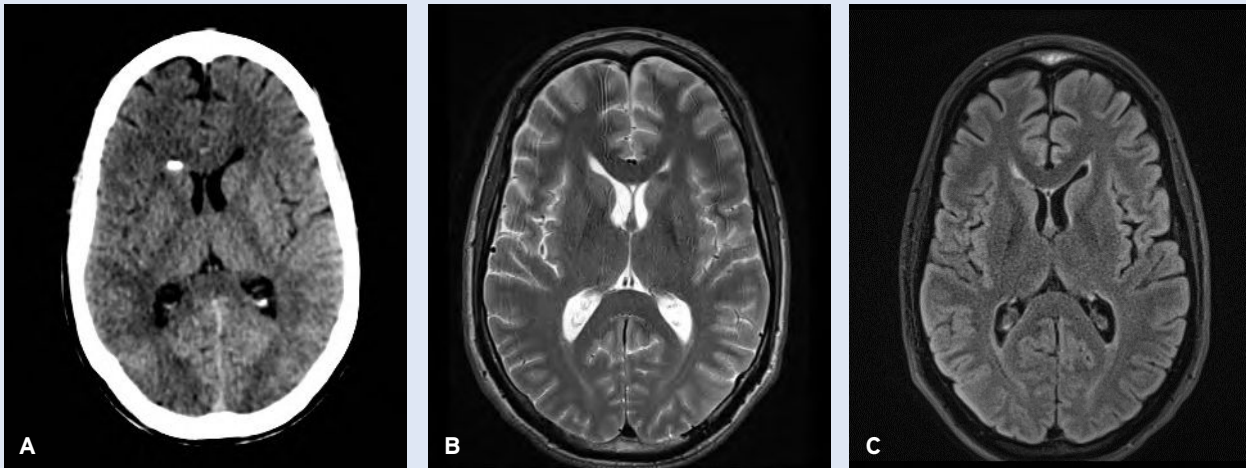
(A) Op de CT-beelden zonder contrast zijn er geen afwijkingen zichtbaar. (B) Op deze MRI FLAIR beelden is links occipitaal een hyperintensiteit zichtbaar. (C) Op deze MRI FLAIR zijn rechts occipitaal enkele hyperintensiteiten zichtbaar.
